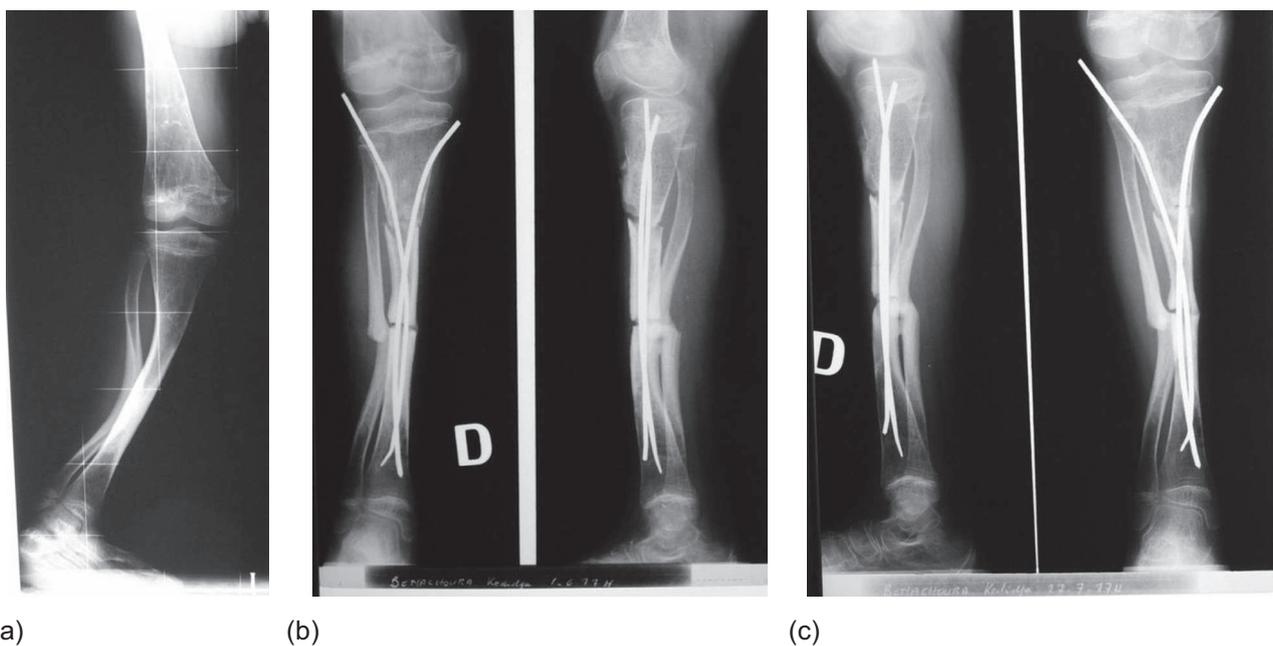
Premier montage en double arc sécant pour une déformation tridimensionnelle du tibia chez une enfant atteinte de rachitisme vitamino-résistant. Radiographies préopératoire (1^{er} avril 1977) (a), au déplâtrage deux mois plus tard (b), et 6 semaines plus tard, soit 15 jours après reprise de l'appui (c).
